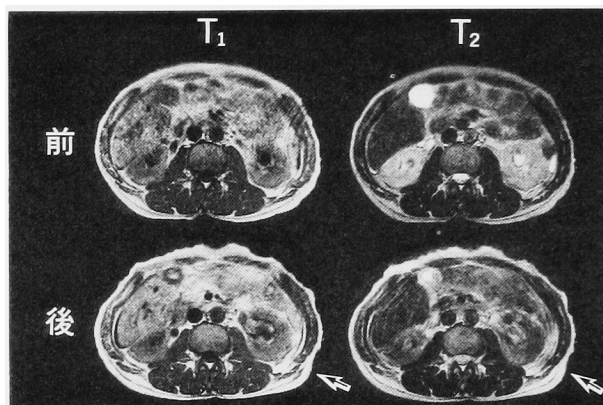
MR images before and after ESWL. (55-year-old man)
